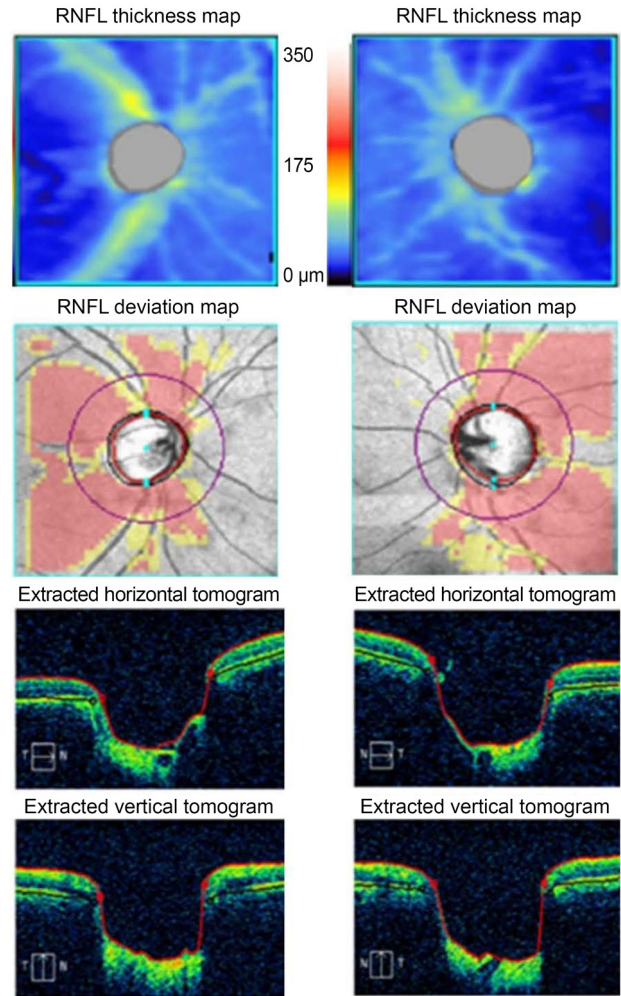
Results of RNFL optical coherence tomography (OCT). RNFL OCT showed thinning of superior, inferior and temporal RNFL of both eyes. RNFL = retinal nerve fiber layer; N = nasal; T = temporal.
